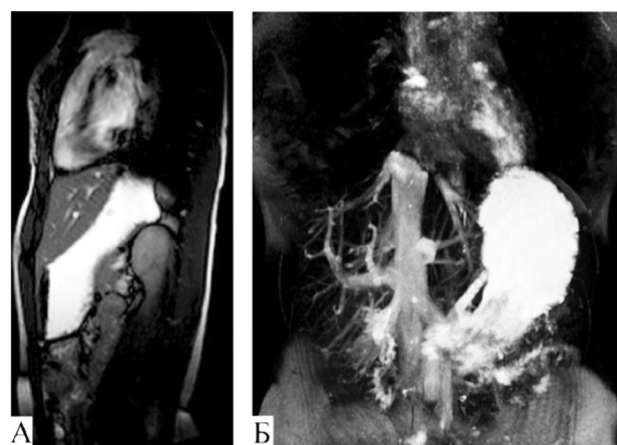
Клинический случай 1. МРТ желудка после курса бальнеотерапии. Сканирование через 30 минут после нагрузочного питьевого теста. Режим T2. А – сагиттальная проекция. Б – корональная проекция.
